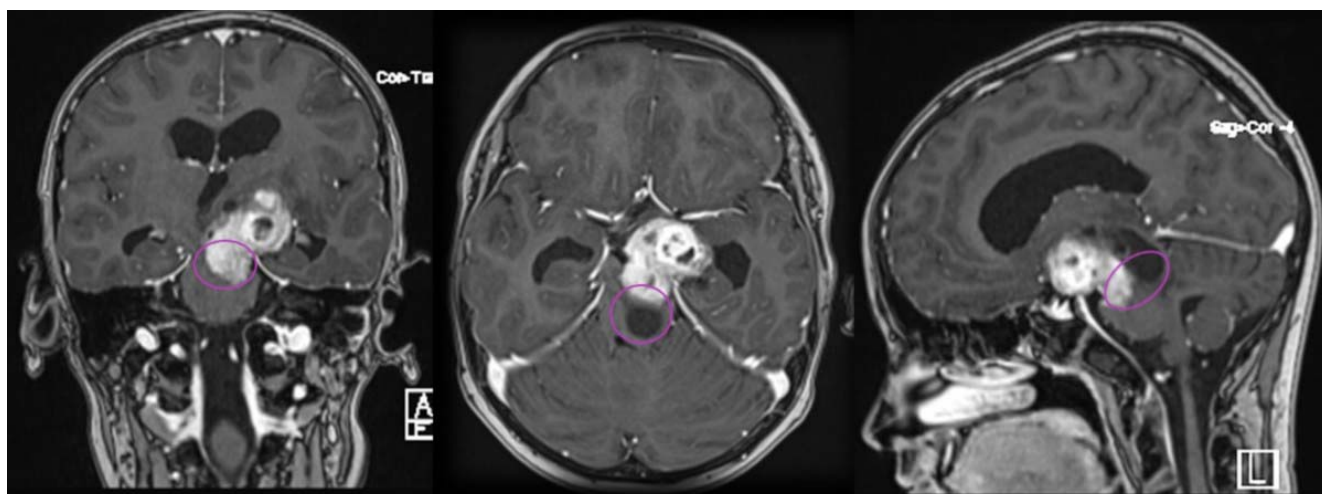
МРТ головного мозга мальчика 12 лет: опухоль зрительного тракта с вовлечением среднего мозга и смещением подкорковых узлов. Сиреневым отмечены зоны, ставшие более доступными из транстемпорального хирургического коридора с применением эндоскопической ассистенции
